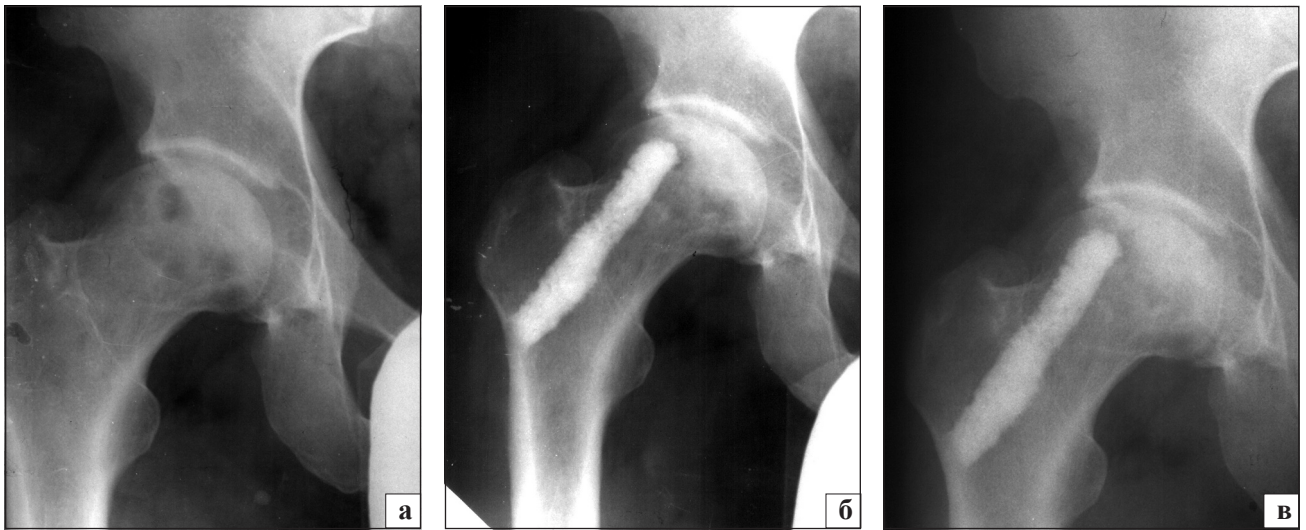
Фотовідбитки з рентгенограми правого кульшового суглоба хворого С., 34 р.: а) до; б) після; в) через 10 років після операції
